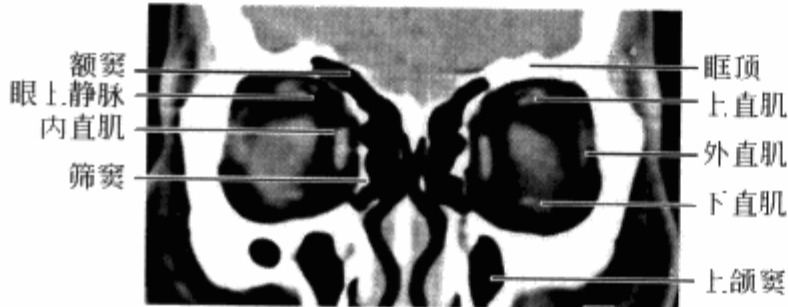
正常眼眶冠状位CT扫描眼球后部层面
